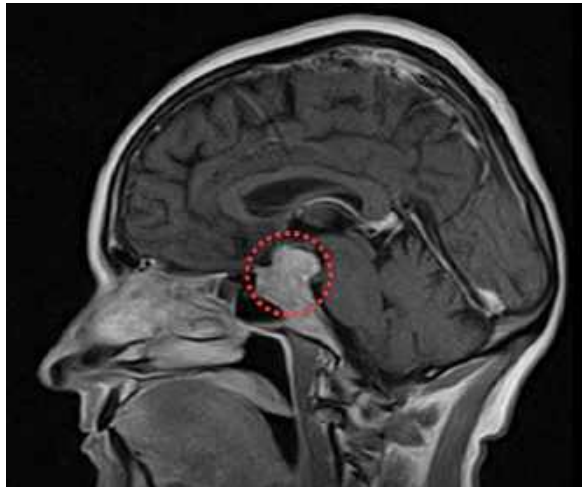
Сагітальна площина МРТ ГМ з в/в контрастуванням. Гістологічно верифікований метастаз в гіпофіз з раку легенів. Пухлина руйнує схил основної кістки, поширюється супраселярно з мас-ефектом на оптико-хіазмальний комплекс
